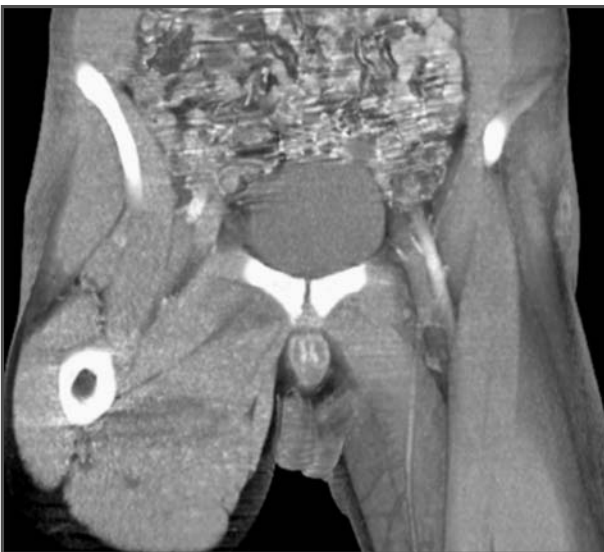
TC con contraste: colección líquida en el obturador interno y la musculatura aductora.
